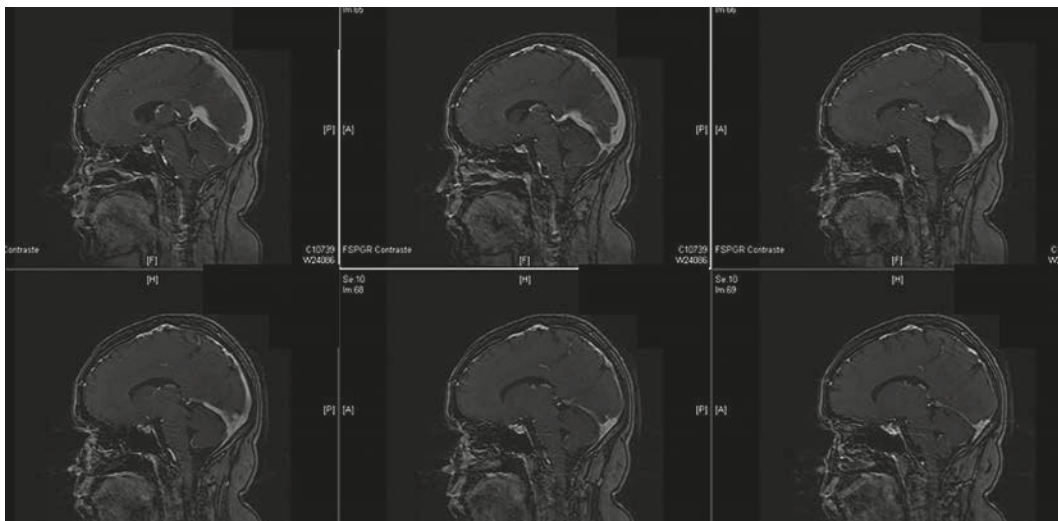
RMN vascular. Trombosis a nivel de senos venosos cerebrales hasta la zona de vasos corticales.
